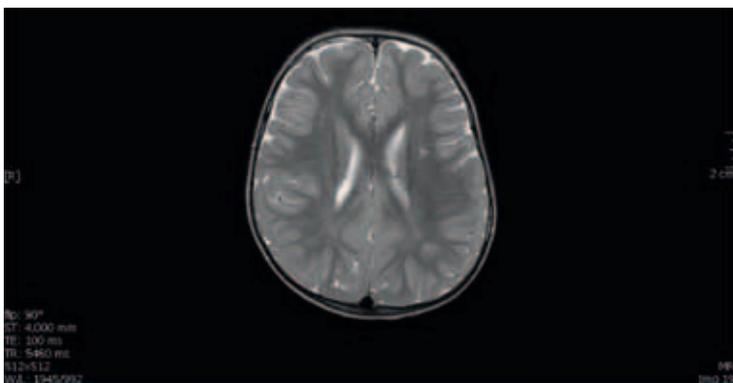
T2-gewichtete Aufnahme: Darstellung der links temporalen Heterotopie im cranialem MRT
